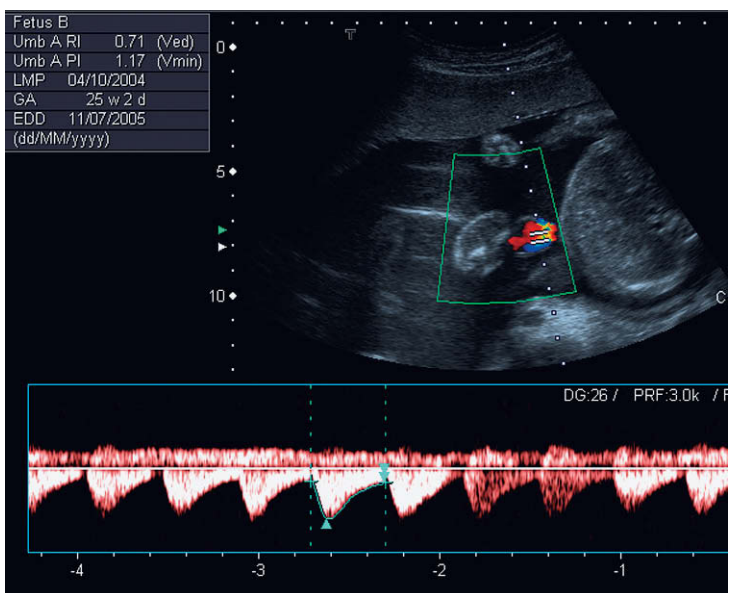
Doppler umbilical en un embarazo gemelar.
